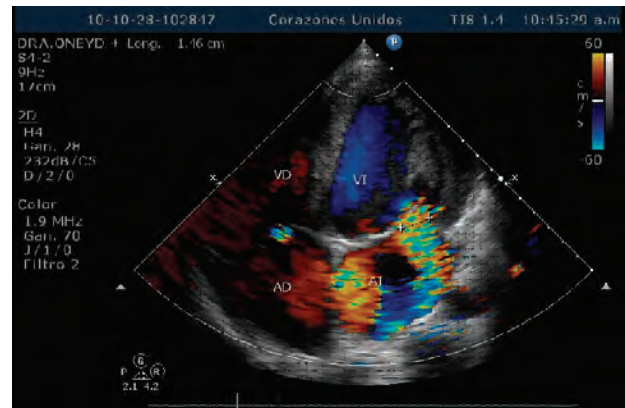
Ecocardiograma en vista de cuatro cámaras mostrando una insuficiencia mitral severa con mosaico excéntrico con un ancho de vena contracta de 1.2 cm como criterio de severidad. VI: ventrículo Izquierdo y AI: aurícula izquierda.
